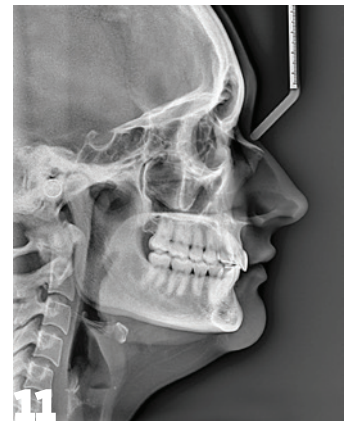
Enddiagnostik, intraorale Fotos. – Abb. 10: Enddiagnostik, Orthopantomogramm. – Abb. 11: Enddiagnostik, Fernröntgenseitenbild.
